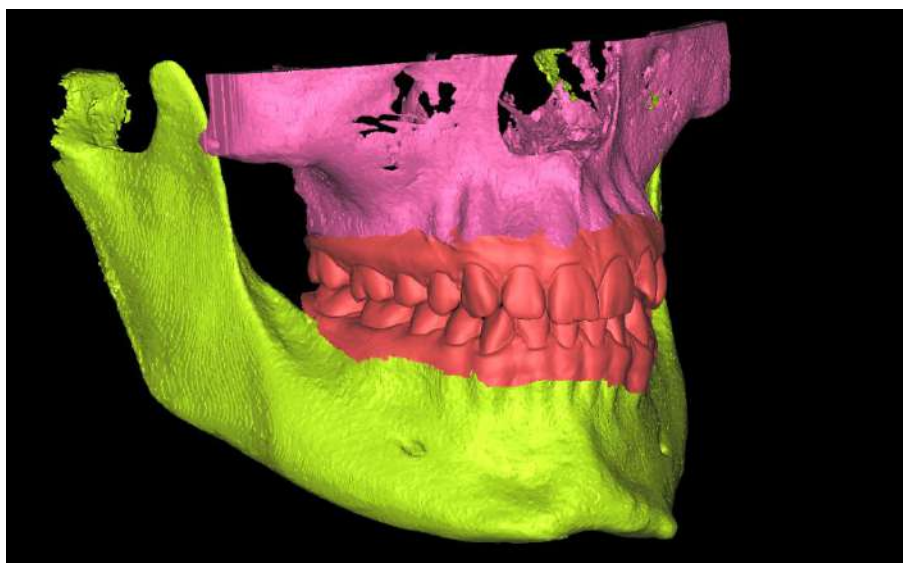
Сопоставленная модель зубных рядов и сегментированных моделей КТ исследования
